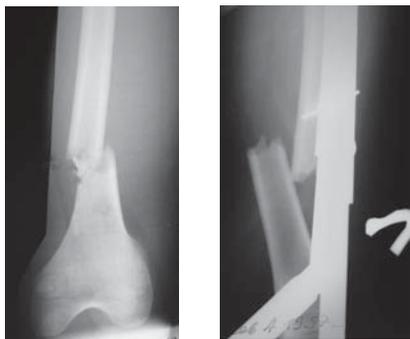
Больной Г. 8 лет. Поперечный перелом бедра в нижней трети диафиза со смещением (рентгенограммы бедренной кости до операции на скелетном вытяжении, смещение отломков не устранено).
